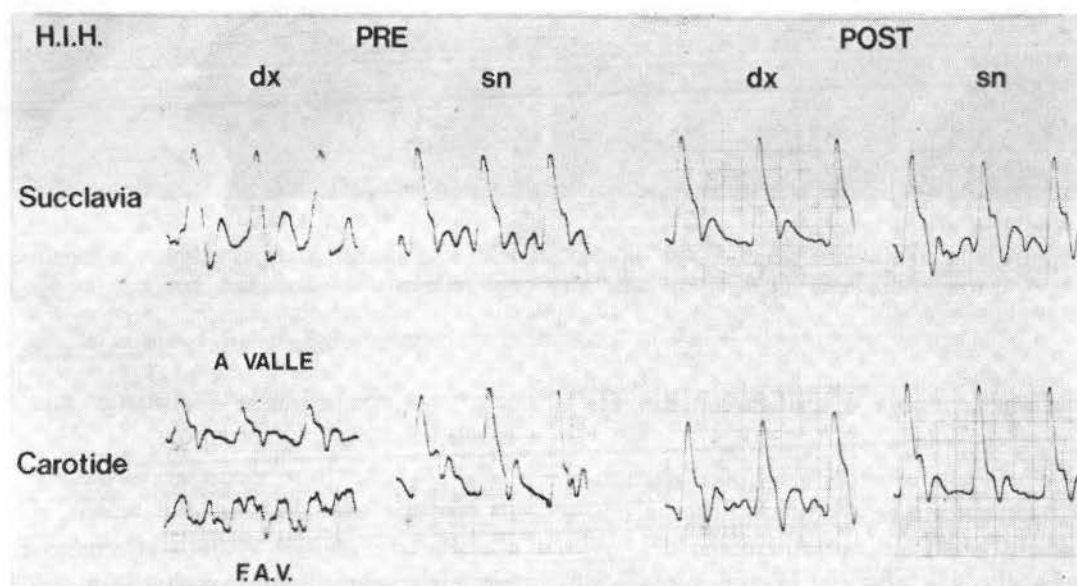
Caso clinico n. 1*. Tracciati ultrasonori pre - e post - operatori. Evidente la normalizzazione del reperto sulla carotide destra.
